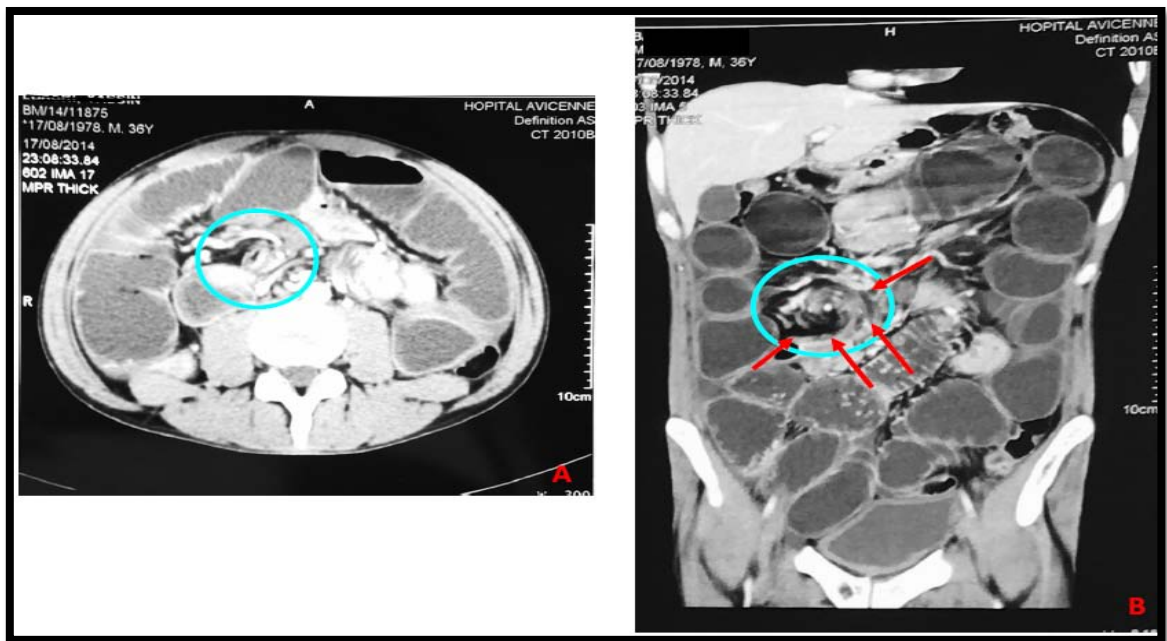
TDM C+ : occlusion intestinale sur volvulus de l'intestin grêle, en coupe axiale (A) et coupe coronale (B) :
